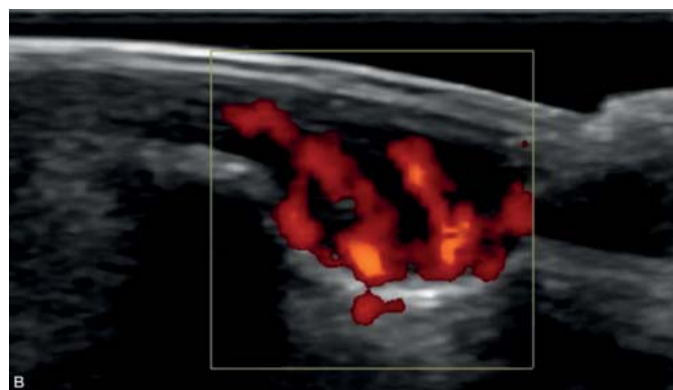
Figura 2 - Estudo com power Doppler - Sinais de hipervascularização (em vermelho) da lesão.
